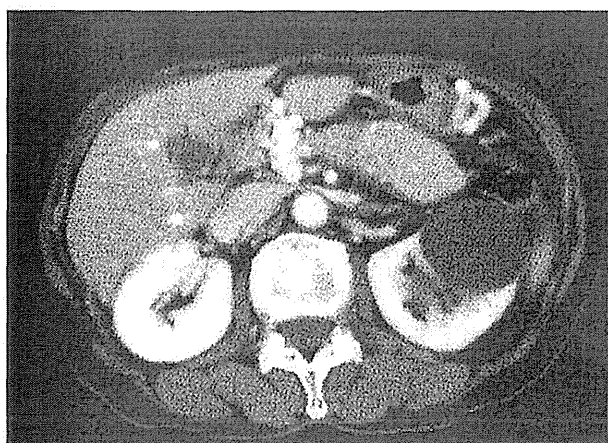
エベロリムス開始18カ月後CT検査：腫瘍縮小が得られている。
